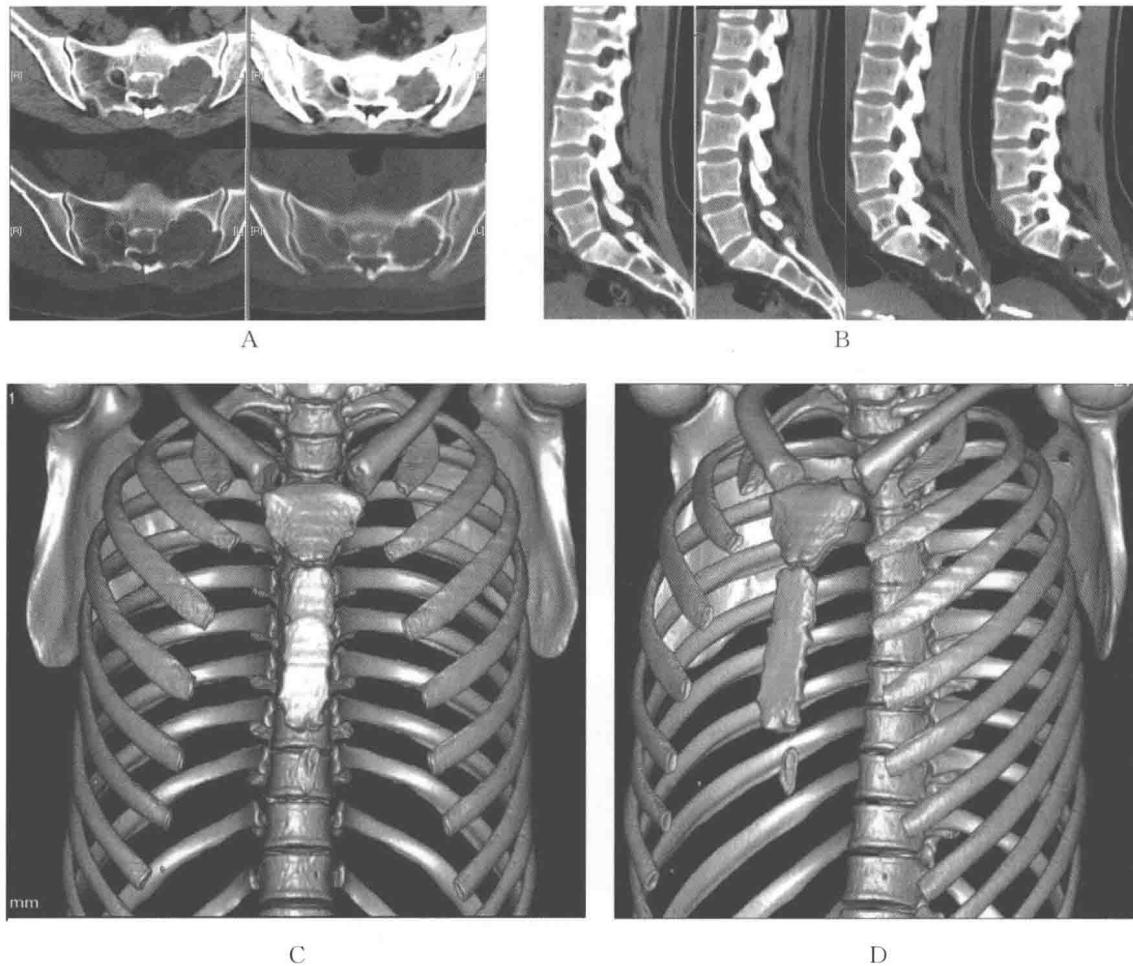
普通、多排 CT 片和 CT 后的 VR 图像
